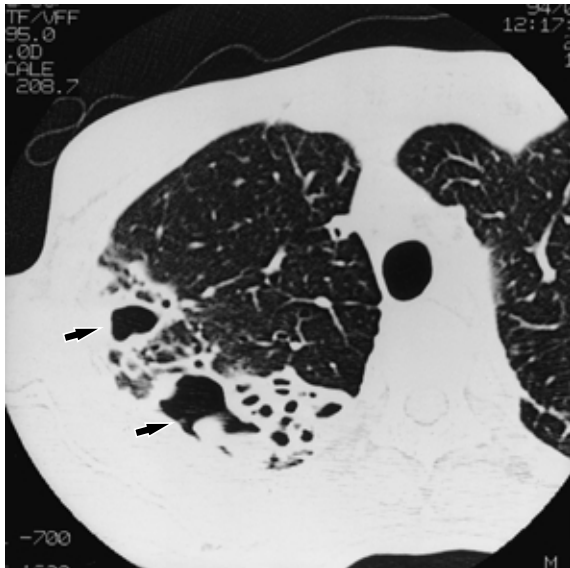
CT scan of a 58-year-old man with Mycobacterium tuberculosis shows thick, irregular and uneven walled cavity in the right upper lobe (arrows).
